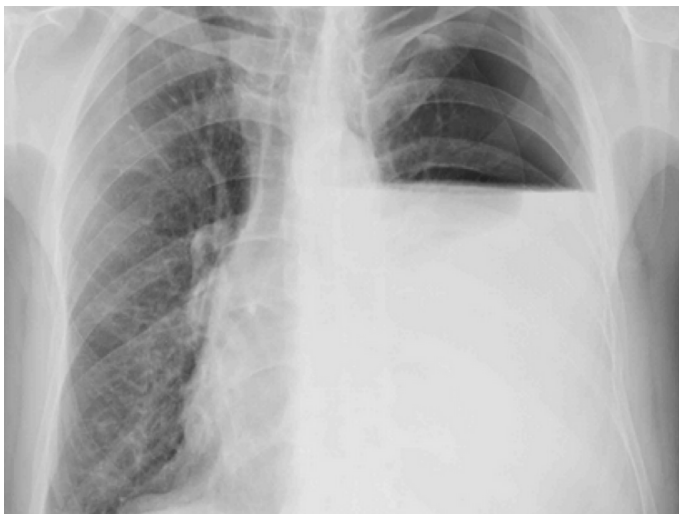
Radiografía de tórax con hidroneumotórax izquierdo post retirada de catéter venoso central.
